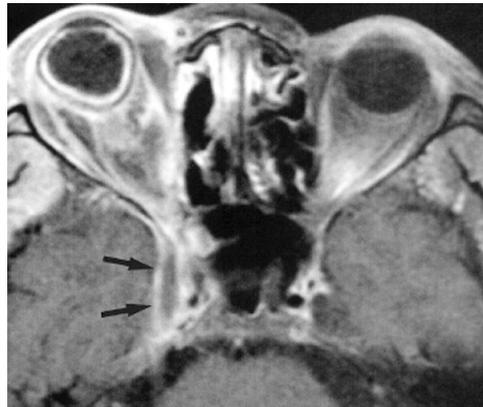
Im MRT Darstellung der septischen Thrombose des Sinus cavernosus rechts (Pfeile)
